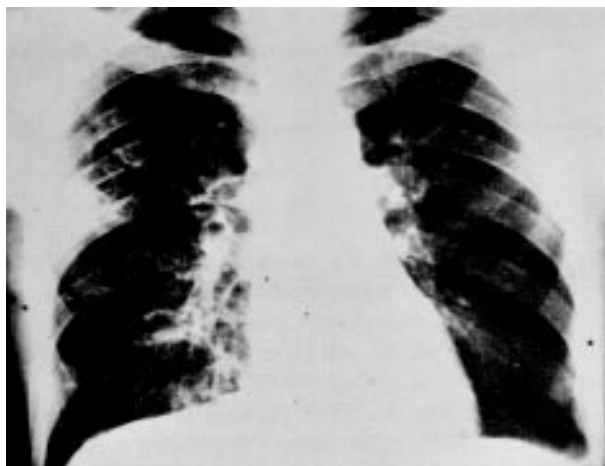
Radiografia de tórax evidenciando seio costofrênico esquerdo velado. Em lobo superior direito múltiplas lesões cavitárias de aspecto areolar.
